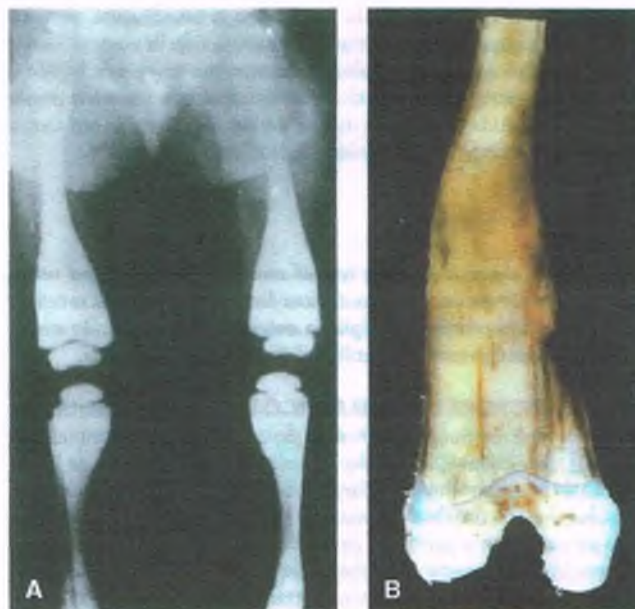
Osteopetrosis. A. Radiografía de un niño en el que se observa una importante deformación y aumento de la densidad ósea de las extremidades inferiores, característica de la "enfermedad ósea marmórea". B. La inspección macroscópica de la muestra de fémur muestra la obstrucción del espacio medular por hueso muy denso. C. Microfotografía del hueso de un niño con osteopetrosis autosómica recesiva en el que se observa una desorganización de las trabéculas óseas por retención de la esponjosa primaria (espículas mixtas) y la posterior obstrucción del espacio medular óseo por esponjosa secundaria. El resultado es la completa desorganización de las trabéculas y la ausencia de médula ósea.
